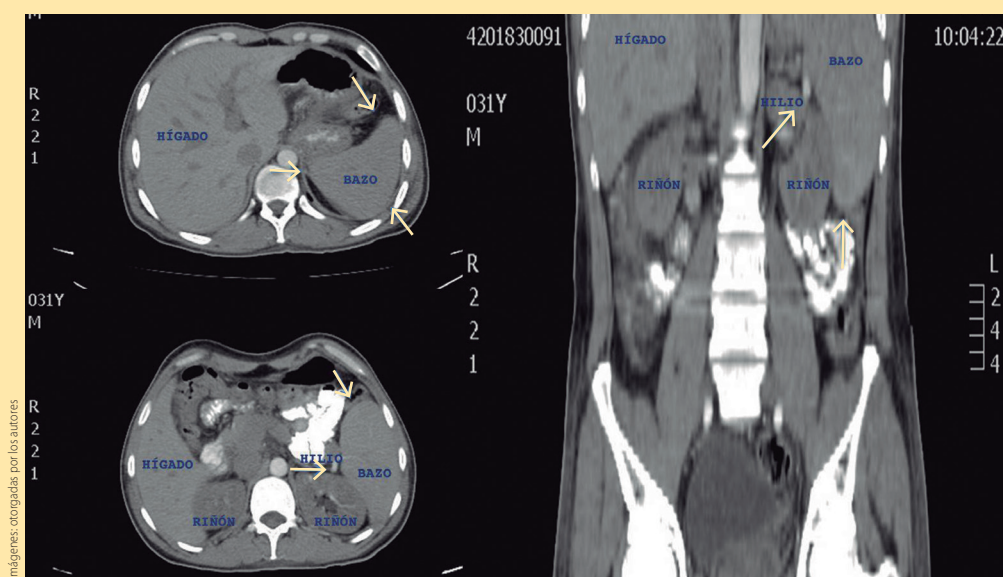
Tomografía axial computada de paciente con PTI que demuestra aumento en los ejes mayores del bazo (flecha)
